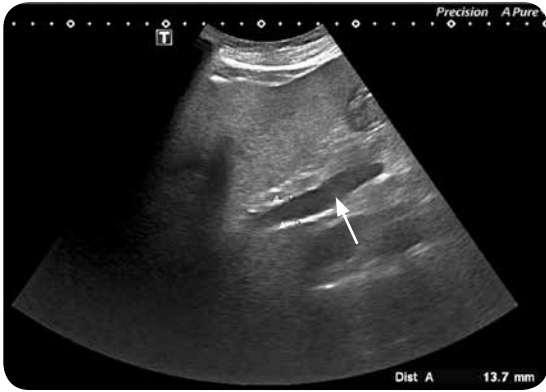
Ecografía de hígado: aumento difuso de la ecogenicidad hepática sin lesiones focales. Aumento del diámetro de la vena porta (flecha).
